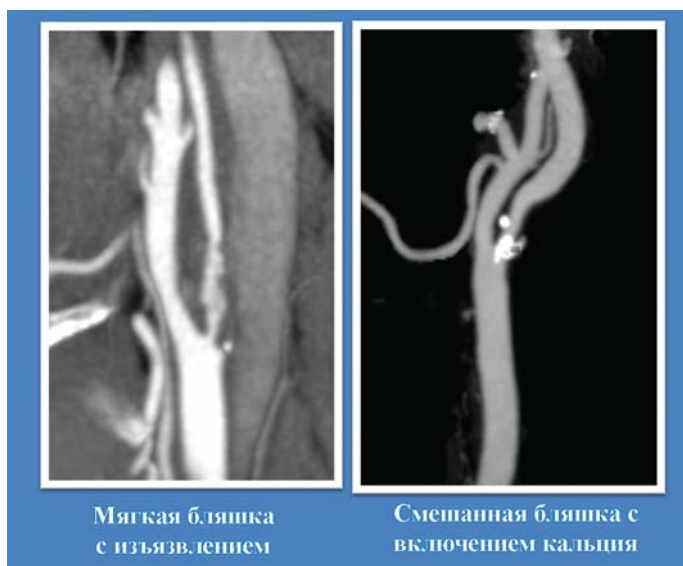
Дифференциальная диагностика мягкой нестабильной (слева) и кальцинированной стабильной (справа) бляшек по данным МСКТ-ангиографии.
